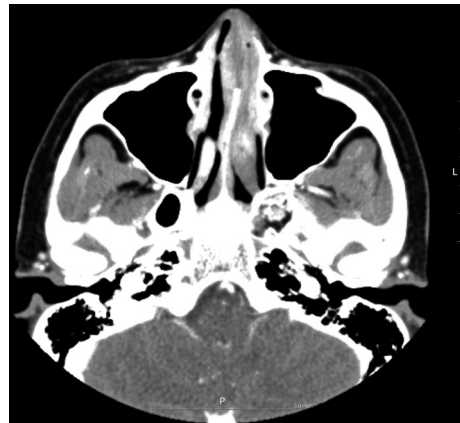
Axial CT scan demonstrates diffuse irregular mucosal thickening and heterogeneous enhancement in left inferior turbinate with reactive bony wall sclerosis affecting adjacent left nasal cavity wall.
